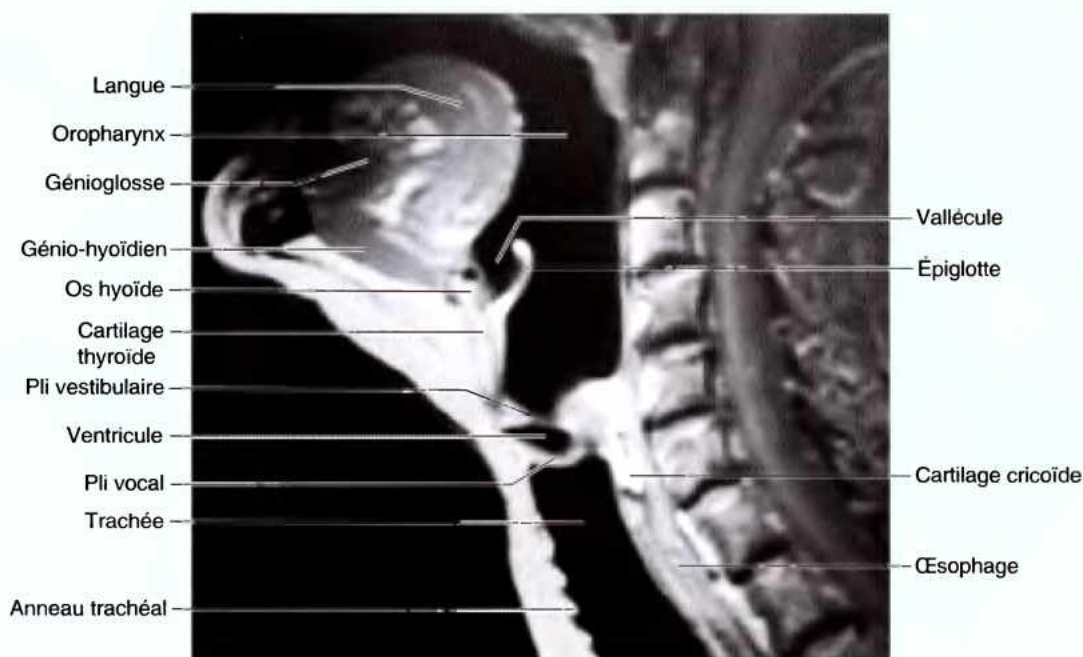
Coupe IRM médiane du plancher de la bouche et du cou. La langue, l'oropharynx, l'os hyoïde, les cartilages thyroïde et cricoïde, le pli vocal et la trachée sont visibles. (Avec l'aimable permission du Dr. W. Kucharczyk, Titulaire de la chaire d'Imagerie Médicale, Université de Toronto, et Directeur Clinicien du Centre Tri-hospitalier de Résonance magnétique, Toronto, Ontario, Canada).
